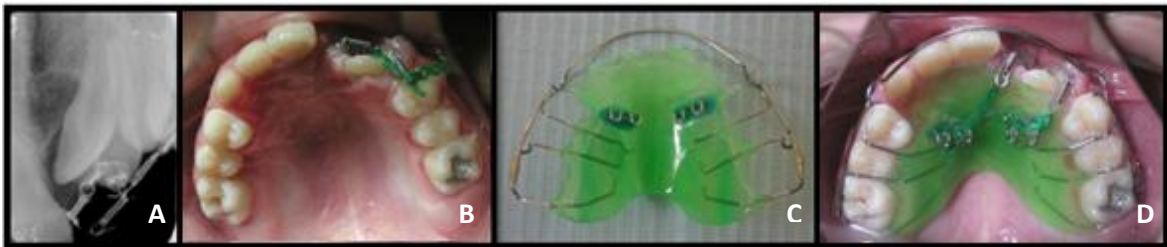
A) Radiografía periapical de control postquirúrgico, B) fotografía oclusal superior de control postquirúrgico, C) Hawley modificado para traccionar las piezas retenidas y D) fotografía oclusal superior con Hawley de tracción colocado.
